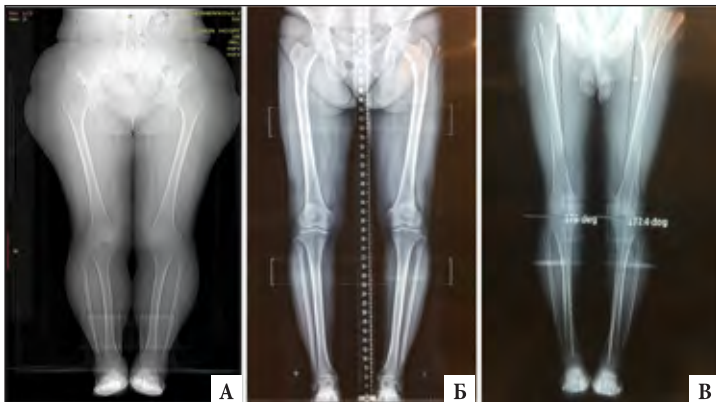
На рисунках А и Б - КТ нижних конечностей без компьютерного моделирования, В - КТ нижних конечностей с компьютерным моделированием анатомических, механических осей и измеренным анатомическим феморотибиальным углом.
